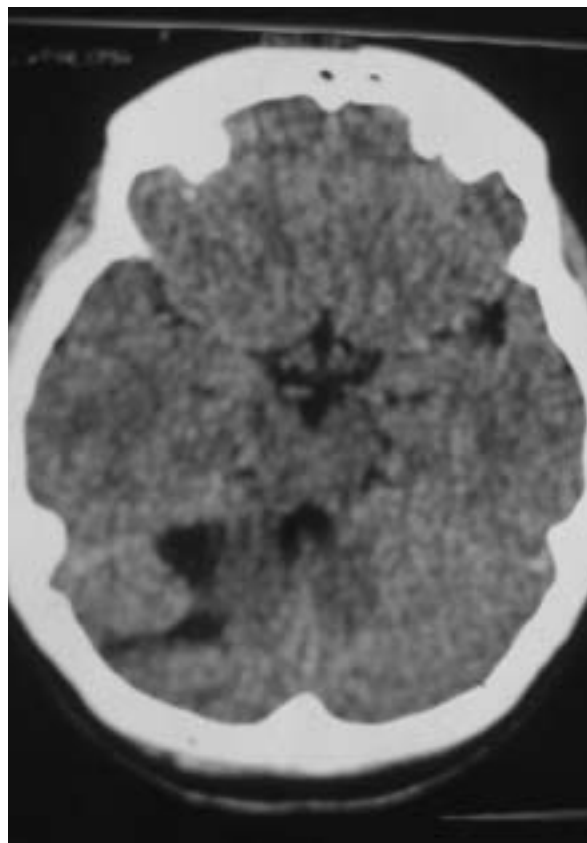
TC craneal. Imagen de hipodensidad en fosa cerebral posterior que traduce una zona infartada sobre el lóbulo cerebeloso derecho.
